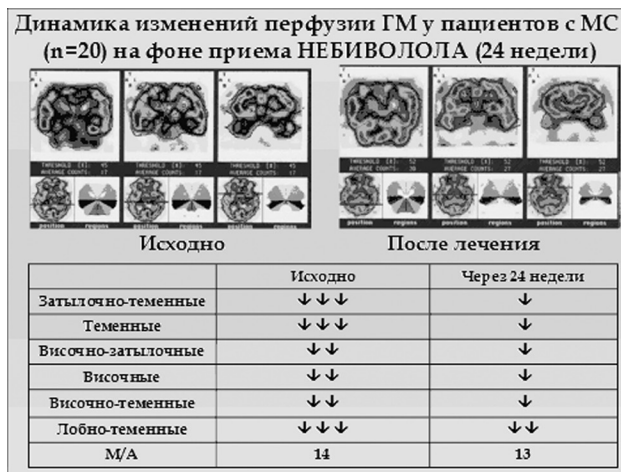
Динамика изменений перфузии ГМ у пациентов с МС (n=20) на фоне приема небиволола (24 нед.).
